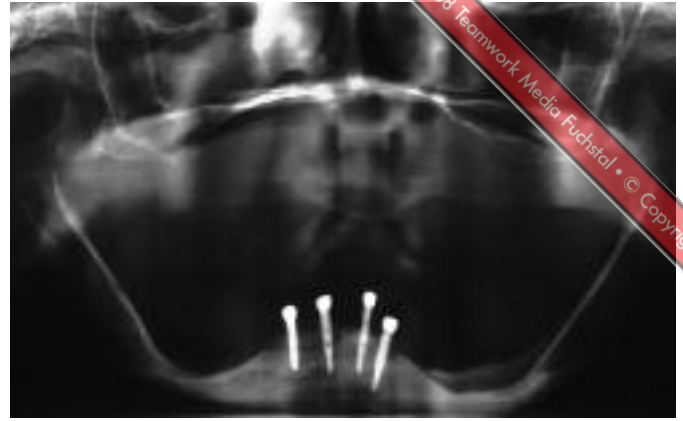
Auf dem Kontroll-Röntgenbild 10 Jahre nach der Implantation sind die mit Magneten versorgten Implantate zu sehen, ...
